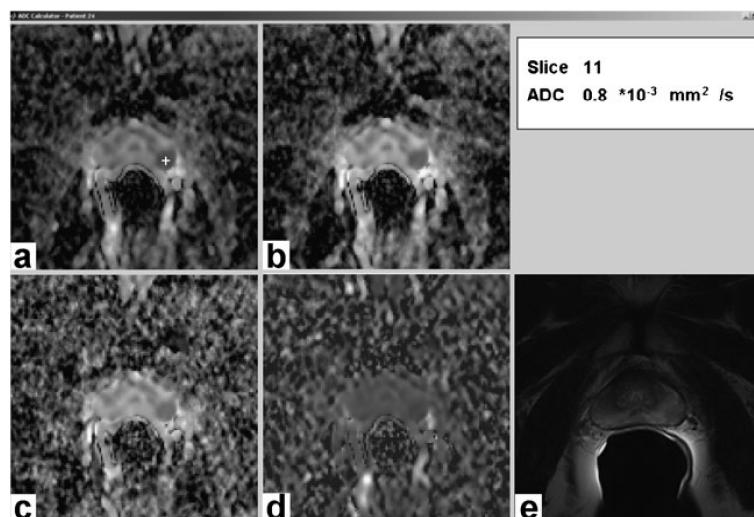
Screenshot of the software tool used for DWI data inspection. Retrospectively calculated ADC maps based on four sets of b values (s/mm^2), a [0, 800], b [50, 800], c [400, 800], and d [0, 50, 400, 800]. e T2w image in the corresponding slice position. Data are from a 68-year-old patient with a PSA of 7.7 ng/mL and apical prostate cancer in the left
